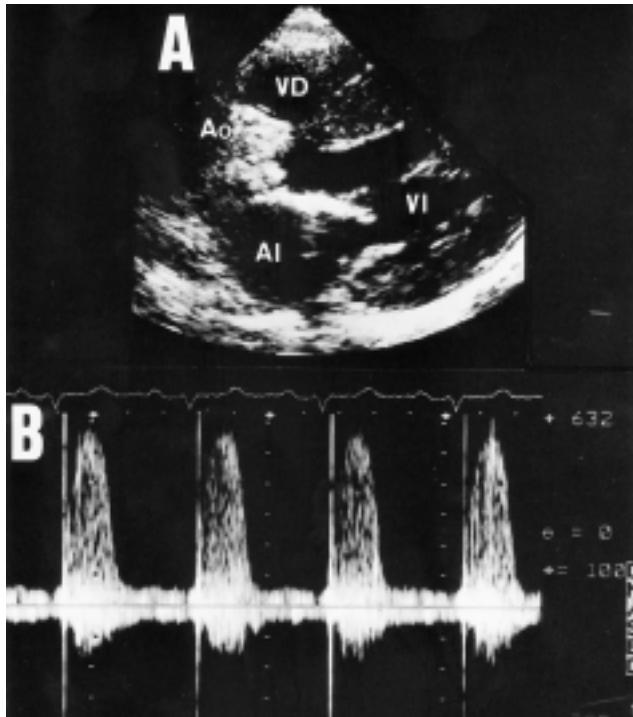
Ecocardiograma bidimensional, en plano paresternal eje largo, de una paciente con enfermedad de Gaucher. Panel A: se aprecia hipertrofia ventricular izquierda severa con intensa calcificación y desestructuración de la válvula aórtica, extendiéndose la infiltración cárquica a la fibrosa mitraoártica y a los velos de válvula mitral. Panel B: registro de Doppler continuo con lápiz ciego desde 2.º espacio paresternal derecho de un flujo acelerado y turbulento aórtico con velocidades máximas de 5,7 m/seg (gradiente transaórtico pico de 130 mmhg). Abreviaturas: Ao = aorta, AI = aurícula izquierda, VI = ventrículo izquierdo, VD = ventrículo derecho.
